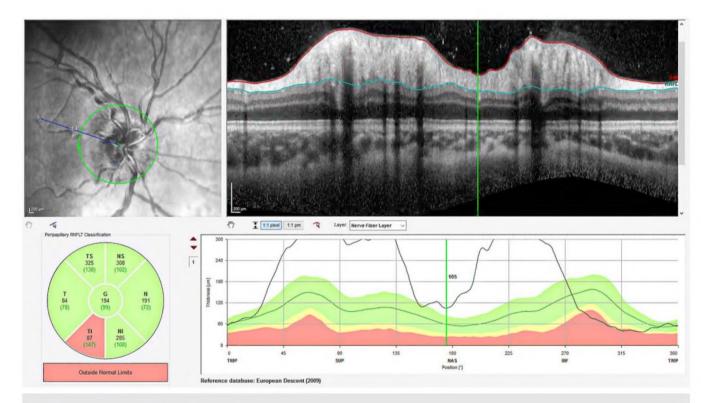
Optische Kohärenztomografie bei Stauungspapille
